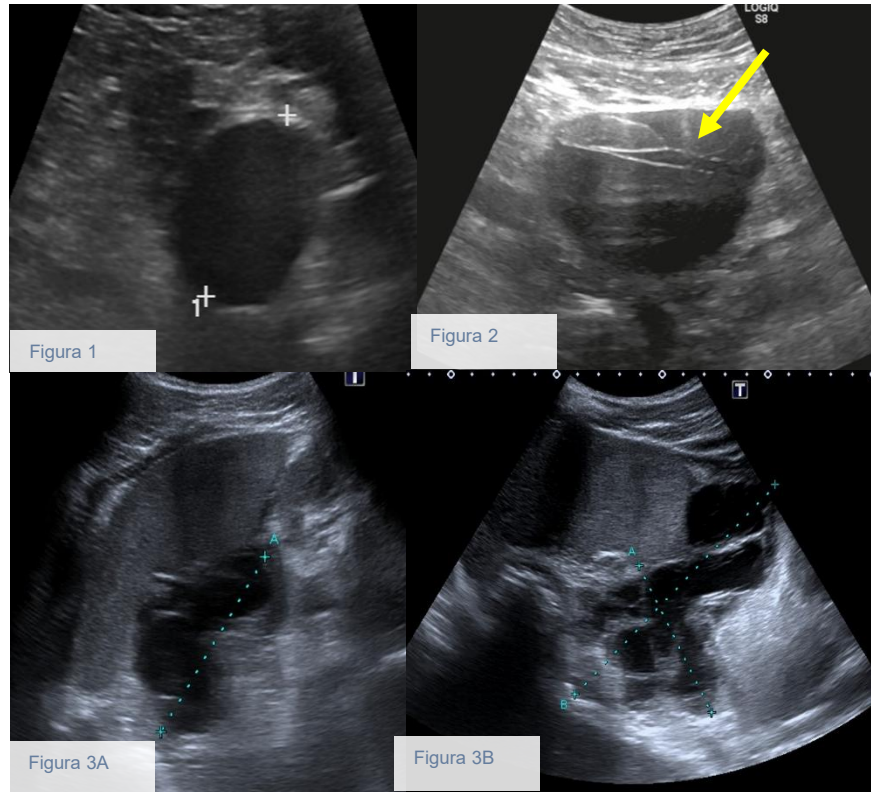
Caso 1: Mujer de 64 años que en ecografía abdominal rutinaria por enfermedad metabólica se identifica una lesión anecoica de 5,3 cm en la región interaorto-cava, compatible con lesión quística a estudio, recomendándose estudio dirigido con TC y RM.
